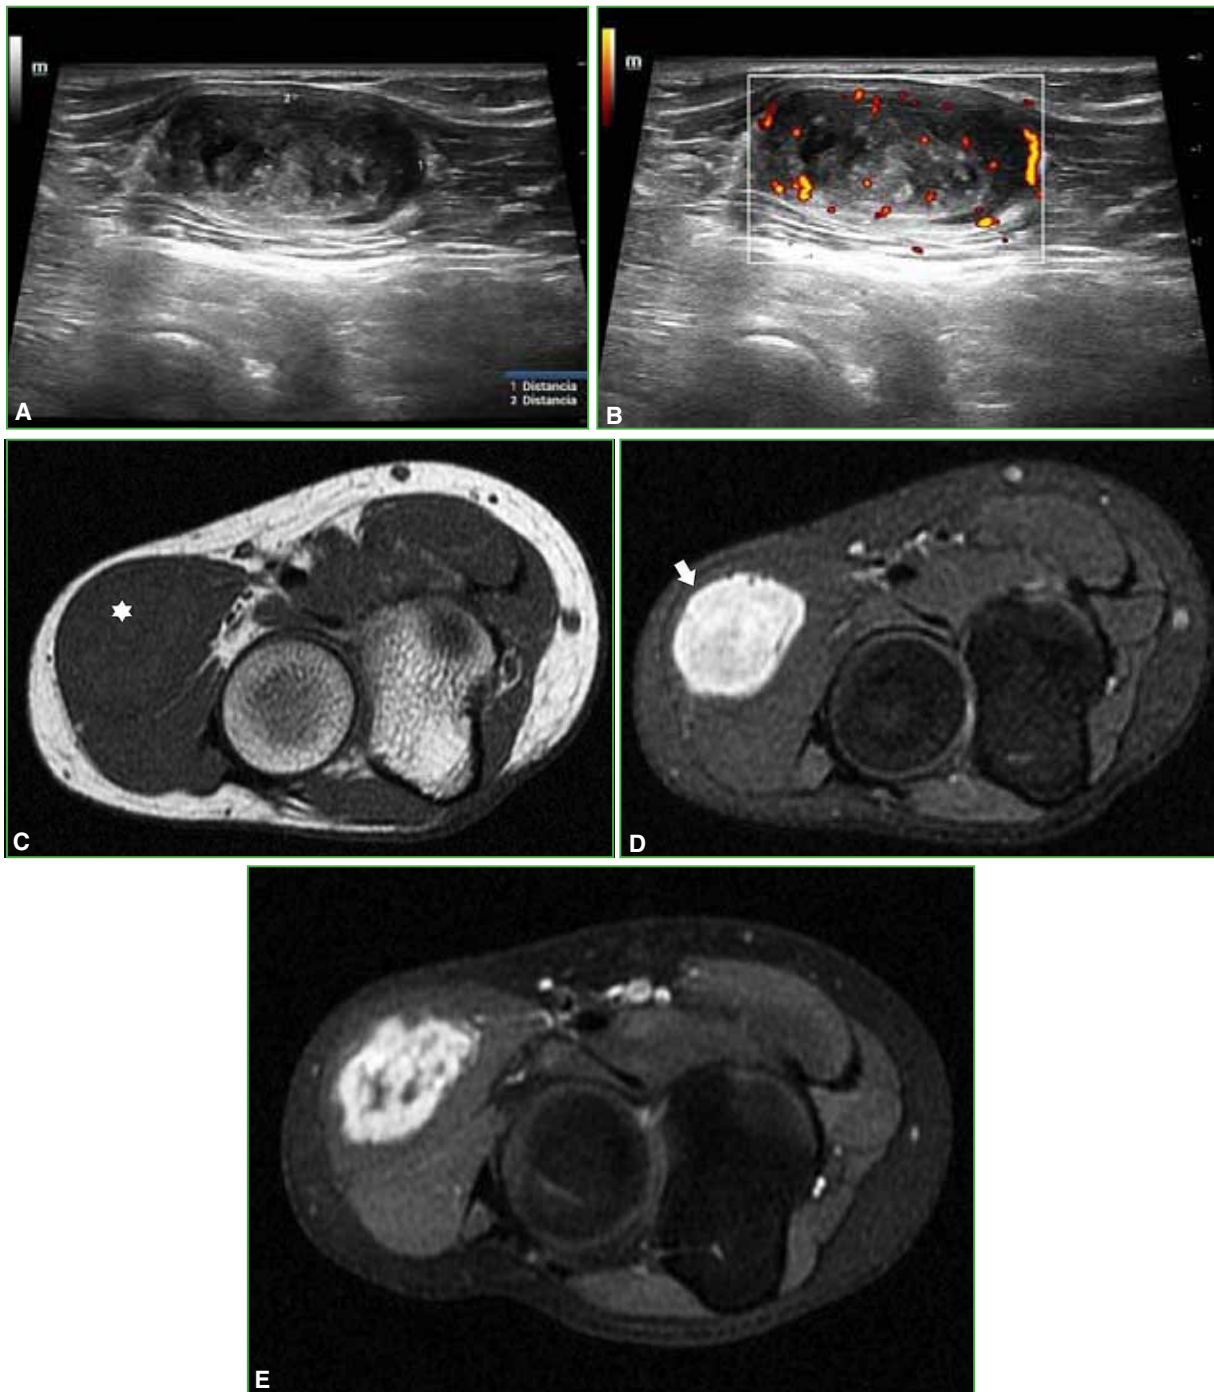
Paciente de 35 años con una tumoración de años de evolución que ha crecido más en los últimos meses, sin dolor. En el examen físico, se detecta una tumoración elástica y móvil. A. Ecografía de partes blandas donde se observa una masa de partes blandas en el interior de los músculos epicondíleos, con bordes definidos. B. Marcada vascularización en el estudio Doppler. C. Resonancia magnética, corte axial en secuencia T1: lesión en el interior muscular del grupo de los epicondíleos (asterisco). D. Resonancia magnética, corte axial en secuencia STIR: lesión de bordes circunscritos (flecha). E. Resonancia magnética, corte axial en secuencia T1 con inyección de contraste y supresión grasa (impresiona necrosis central). Todos estos hallazgos fueron compatibles con un schwannoma.
